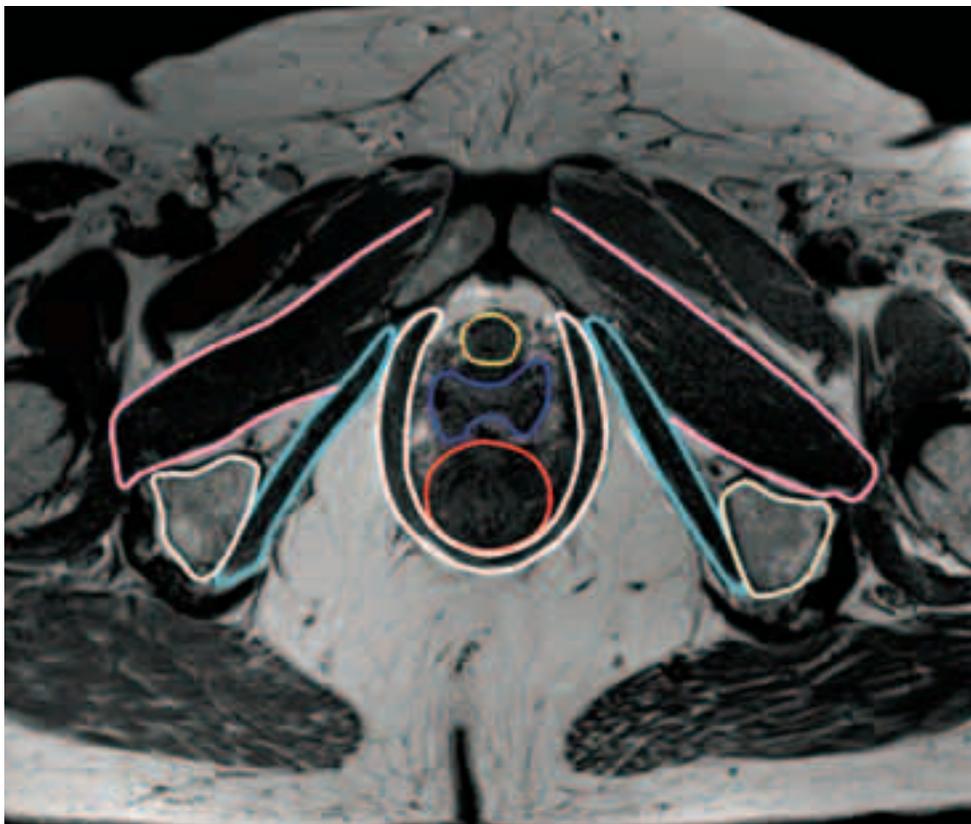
Imagem da RM do pavimento pélvico.
